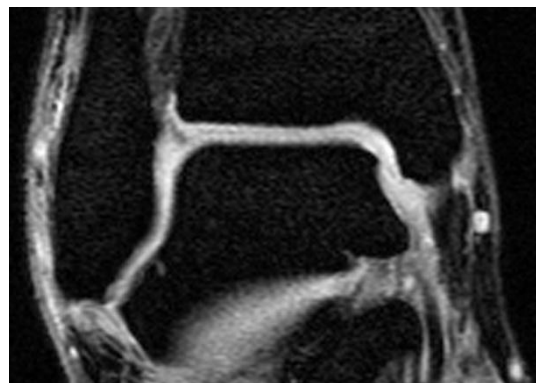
МРТ голеностопного сустава, T2-взвешенные изображения с подавлением сигнала жировой ткани в коронарной плоскости
